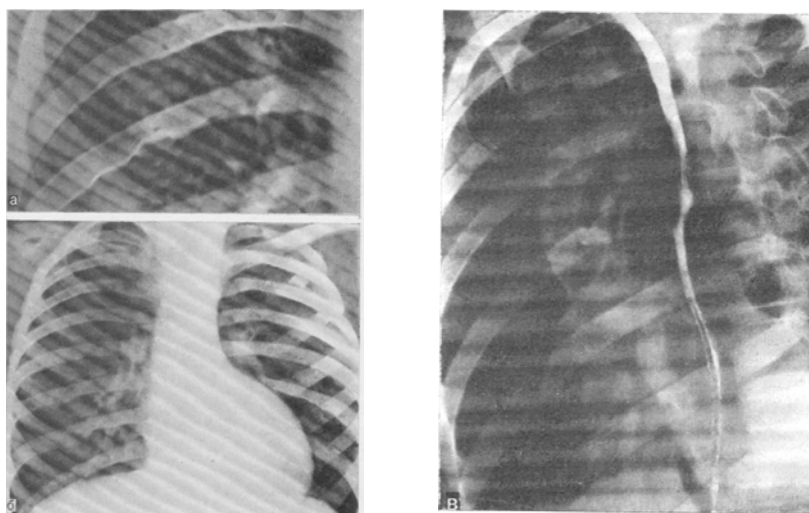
Коарктация аорты: а —узуры ребер; б — рентгенограмма в передне-задней проекции; в — рентгенограмма во II косом положении (А.В.Покровский).
